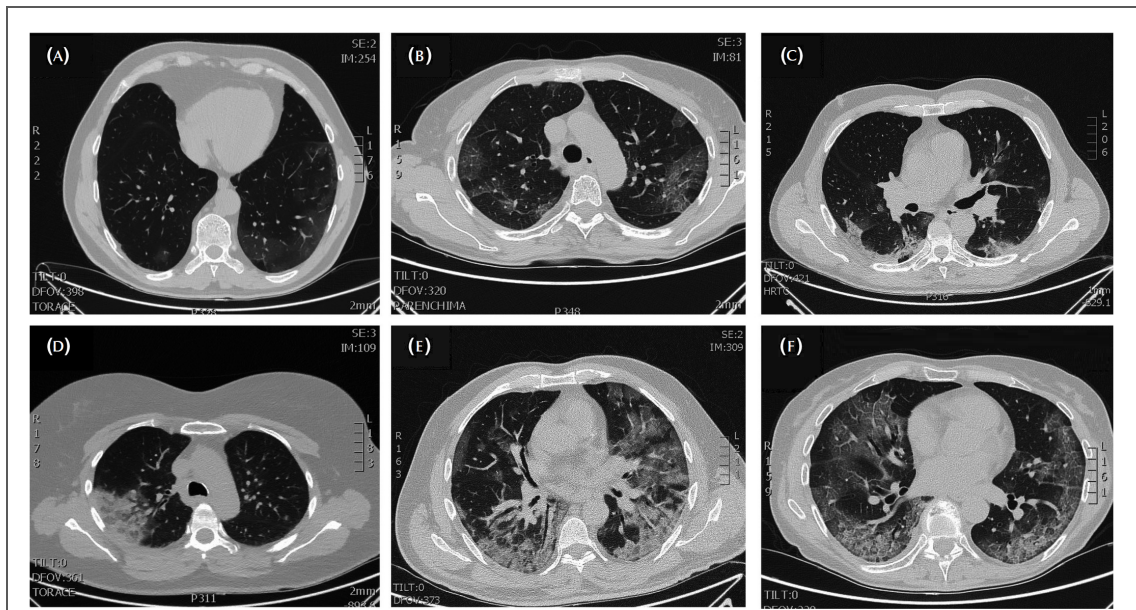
Patrons típics de l'evolució de la COVID-19 en la imatge per TC toràcica
